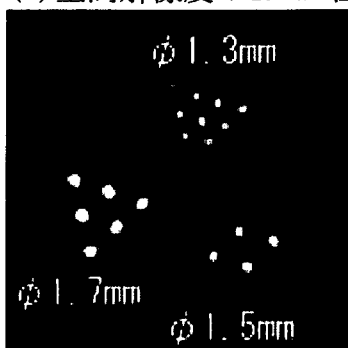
Tl-201溶液が満たされたマルチラインソースファントムのSPECT再構成画像
